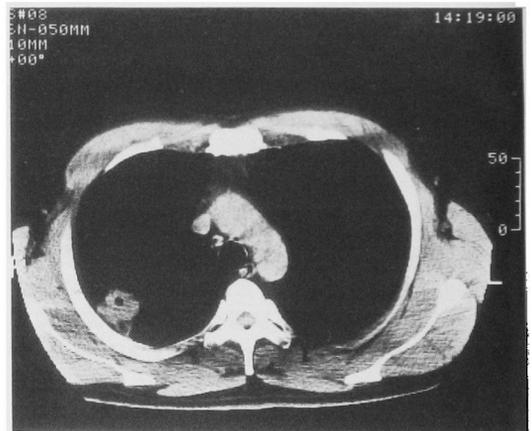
Chest CT of case no. 9 on Apr. 3, 1989.
